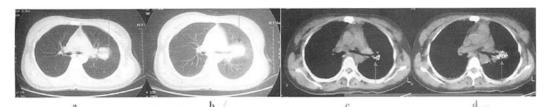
<sup>125</sup>I 粒子植入治疗中心型 NSCLC 前、后 CT 影像对比(箭头) (a 和 b 为治疗前; c 和 d 为治疗 1 年后完全缓解)
